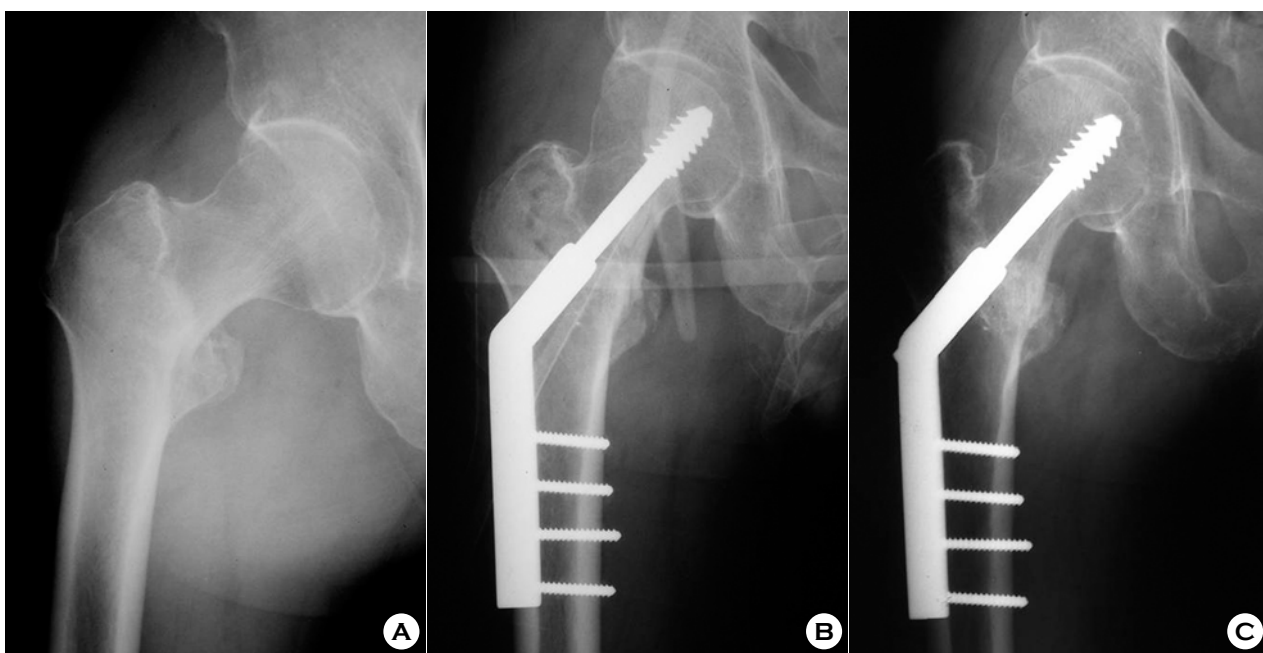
(A) Preoperative radiograph of a 67-year-old male showing stable intertrochanteric fracture. (B) Immediate postoperative radiograph showing fracture reduced with medial cortical overlapping by Wayne-County reduction. (C) Postoperative radiograph at 14 months showing a good aligned neck-shaft angle.
